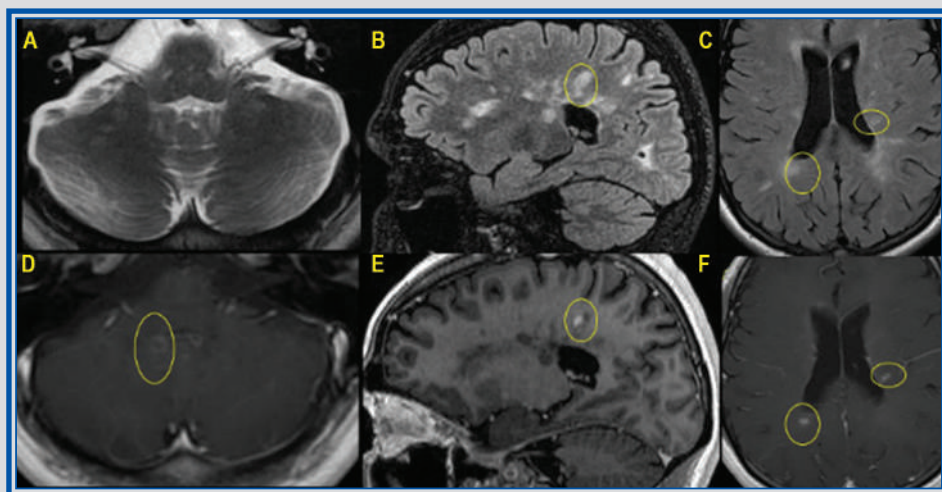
Capítulo 2. IRM con cortes en fosa posterior (A) donde se muestra una lesión desmielinizante que presenta realce en anillo incompleto en la secuencia T1 poscontraste (D). En cortes sagitales en secuencia T2 FLAIR (B) se demuestra una lesión desmielinizante, que en secuencias postgadolinio (E) realza de forma nodular. Lesiones periventriculares en secuencias T2 FLAIR (C), con realce nodular en secuencias T1 poscontraste (F).
